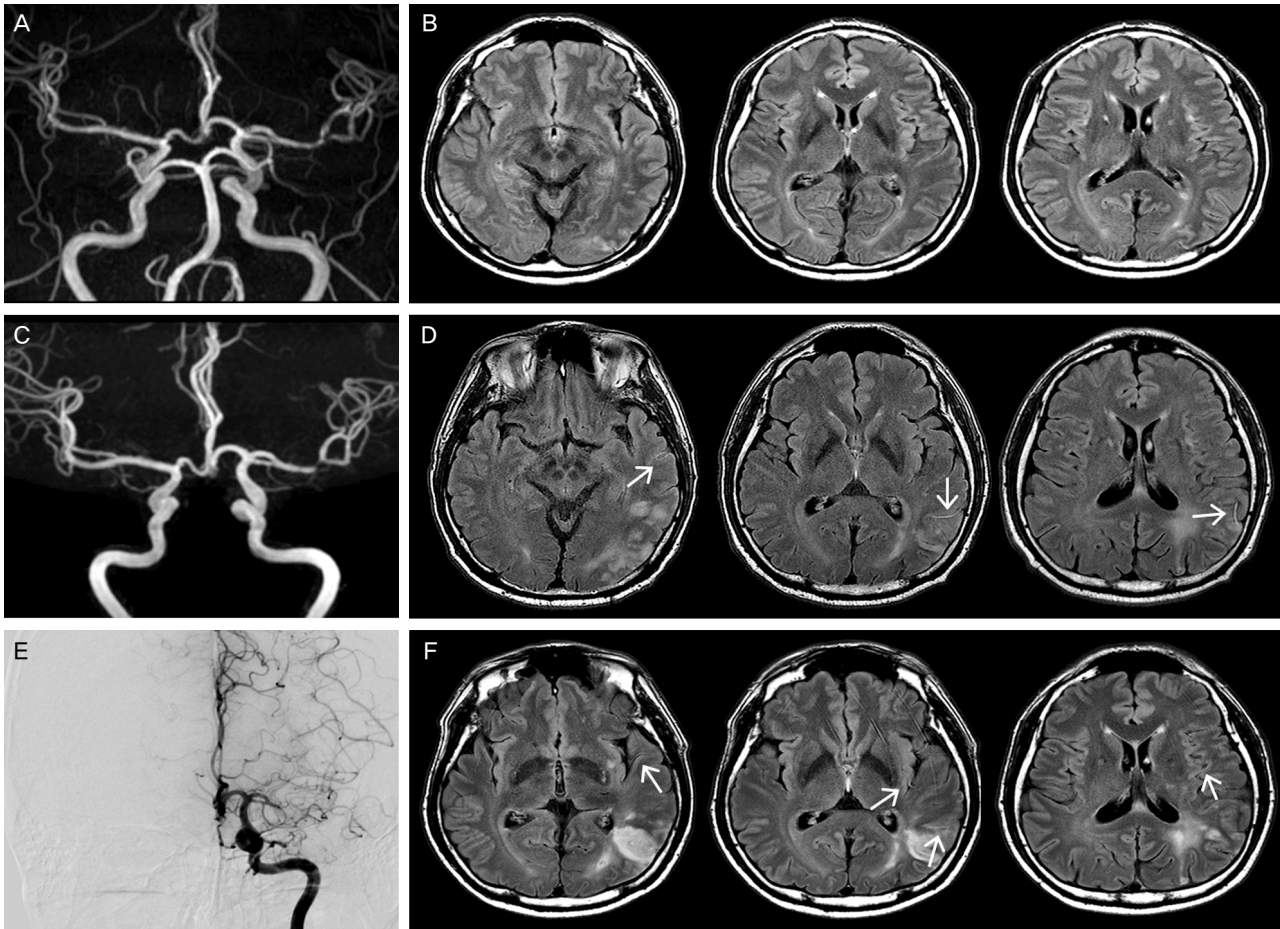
MRA and MRI. Taken 2 months before admission (A, B). MRA shows moderate stenosis at the left middle cerebral artery bifurcation (A). FLAIR MRI shows no hyperintense vessels (B). MRA and MRI, taken on admission (C, D). MRA shows severe stenosis at the left middle cerebral artery bifurcation (C). FLAIR MRI shows hyperintense vessels (arrow) at the part of middle cerebral artery branch (D). DSA and MRI, taken 9 days after admission (E, F). DSA shows occlusion of the left middle cerebral artery (E). FLAIR MRI shows vascular hyperintensities (arrow) within the middle cerebral artery territory (F).
